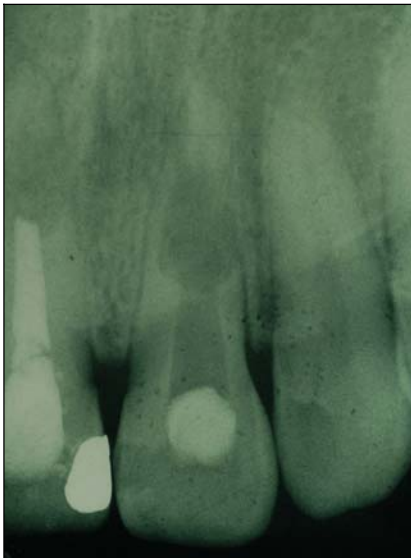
Röntgenologische Abbildung eines internen Granuloms mit Verdacht auf Perforationen im mittleren (distal) und apikalen Wurzel Drittel (mesial) an Zahn 21 (NOETZEL & KIELBASSA 2005).
